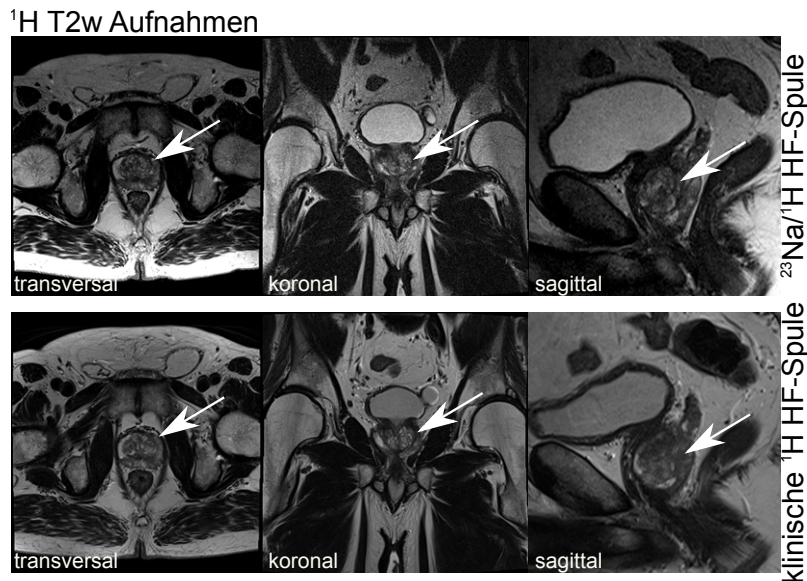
T_2 -gewichtete ^1H -MRT ($T_2\text{w}$) der Prostata zur Beurteilung der Bildqualität. Die Position der Prostata ist mit einem weißen Pfeil gekennzeichnet.
